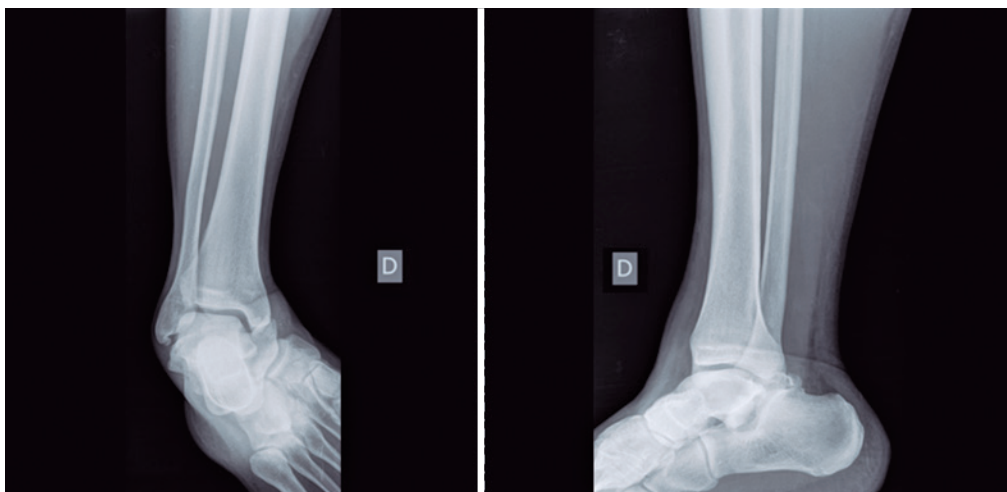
Imagem de radiografia simples de entrada no Serviço de urgência
